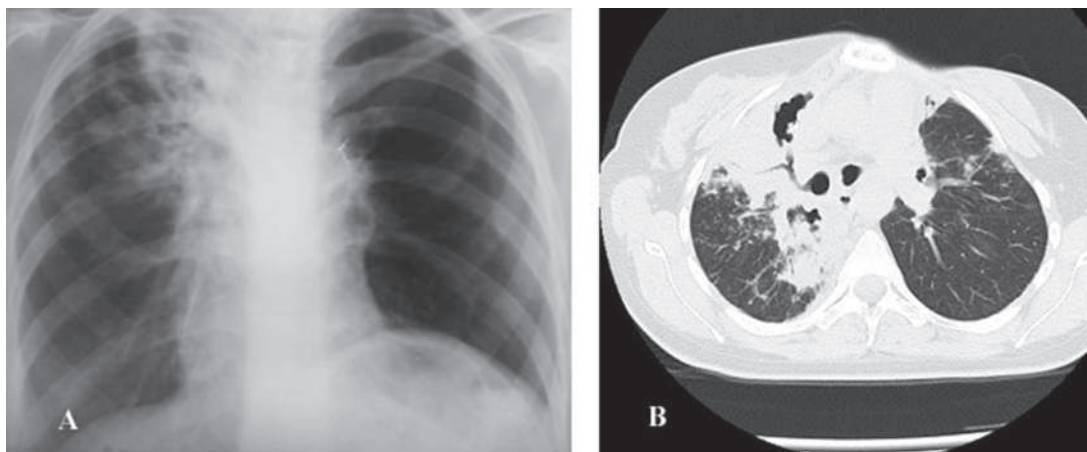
А — рентгенограмма больной Б. от 05.07.16 г.; В, С — срезы КТ легких от 06.07.16 г.: в области уменьшенной в объеме верхней доли правого лёгкого — неравномерное уплотнение, полости деструкции, бронхоэктазы. Слева — состояние после резекции верхней доли: объёмное уменьшение лёгкого, деформация корня с танталовыми скобками в нём, релаксация купола диафрагмы.
